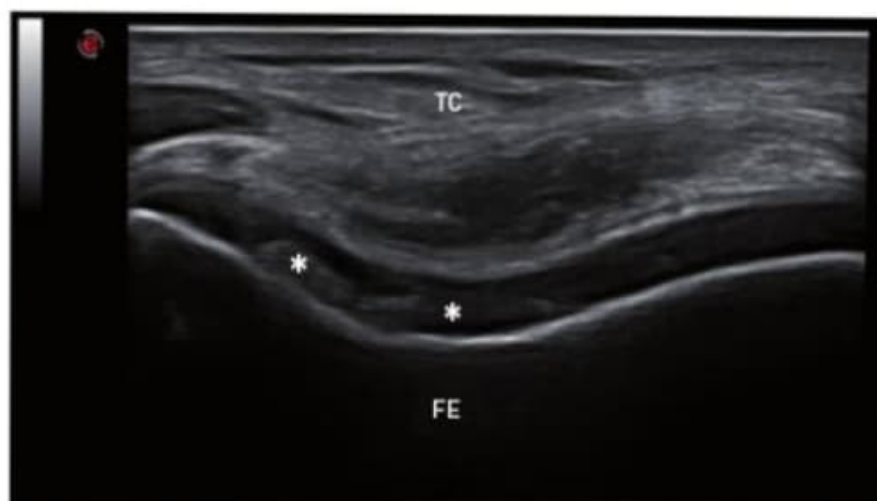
Cartilago de la tróclea femoral de características heterogéneas, con imágenes ecoicas de calcinosis (*). TC: tendón cuadriceps; FE: fémur.
